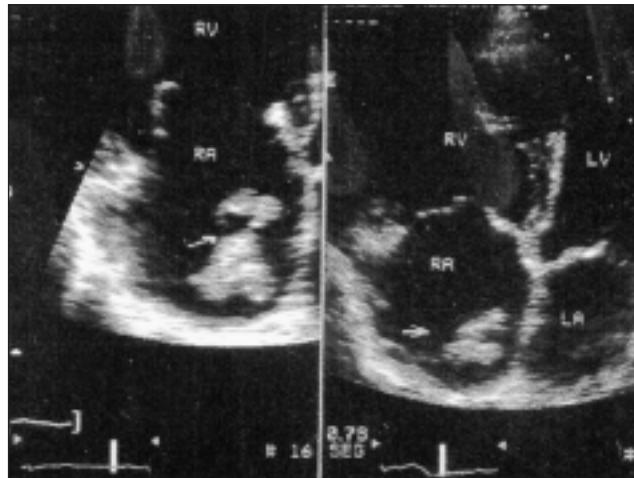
Ecocardiograma trastoráxico de paciente varón de 70 años sin antecedentes de neumopatía crónica que debutó con disnea y dolor torácico pleurítico bruscos, observando una dilatación llamativa de cámaras derechas y una imagen de trombo móvil anclada en la válvula de Eustaquio (flecha), que demuestran claramente que la clínica del paciente es debida a un tromboembolismo pulmonar (resto de signaturas similar a figuras previas).
